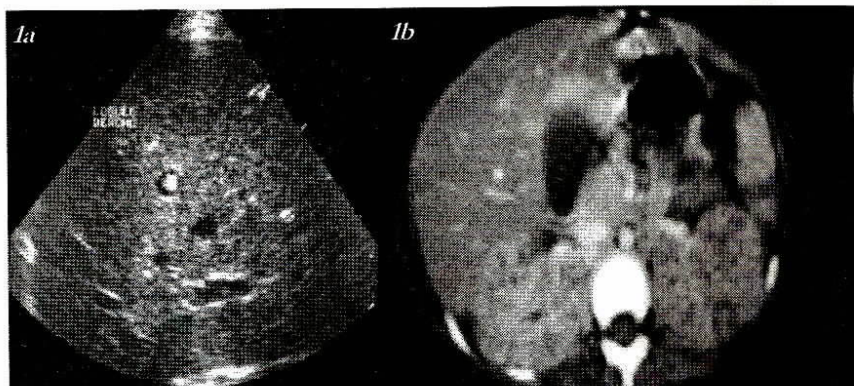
Ultrasonido con imágenes infiltrativas en hígado multifocales redondas con halo hipoeoico y centro ecogénico (imágenes en ojo de buey). TAC abdominal con múltiples mic abscesos en riñón, bazo e hígado.
